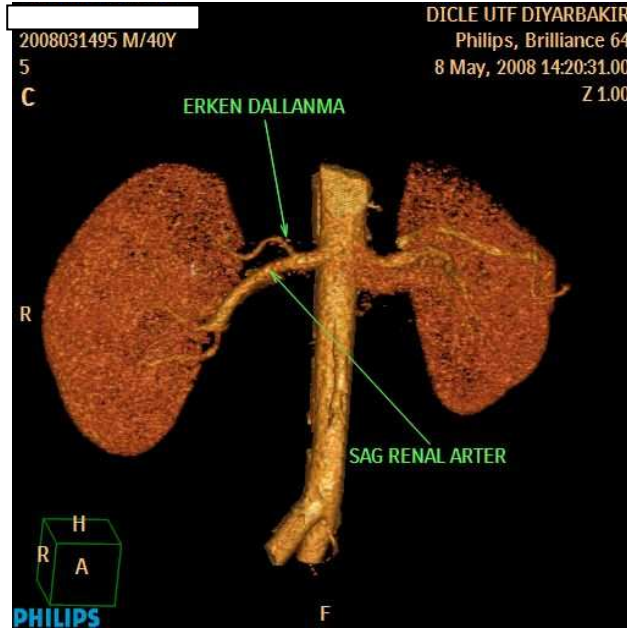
ÇKBT anjiyografide bilateral renal arterde erken dallanma olgusu : MİP (a , b , c) , VR (d) .
